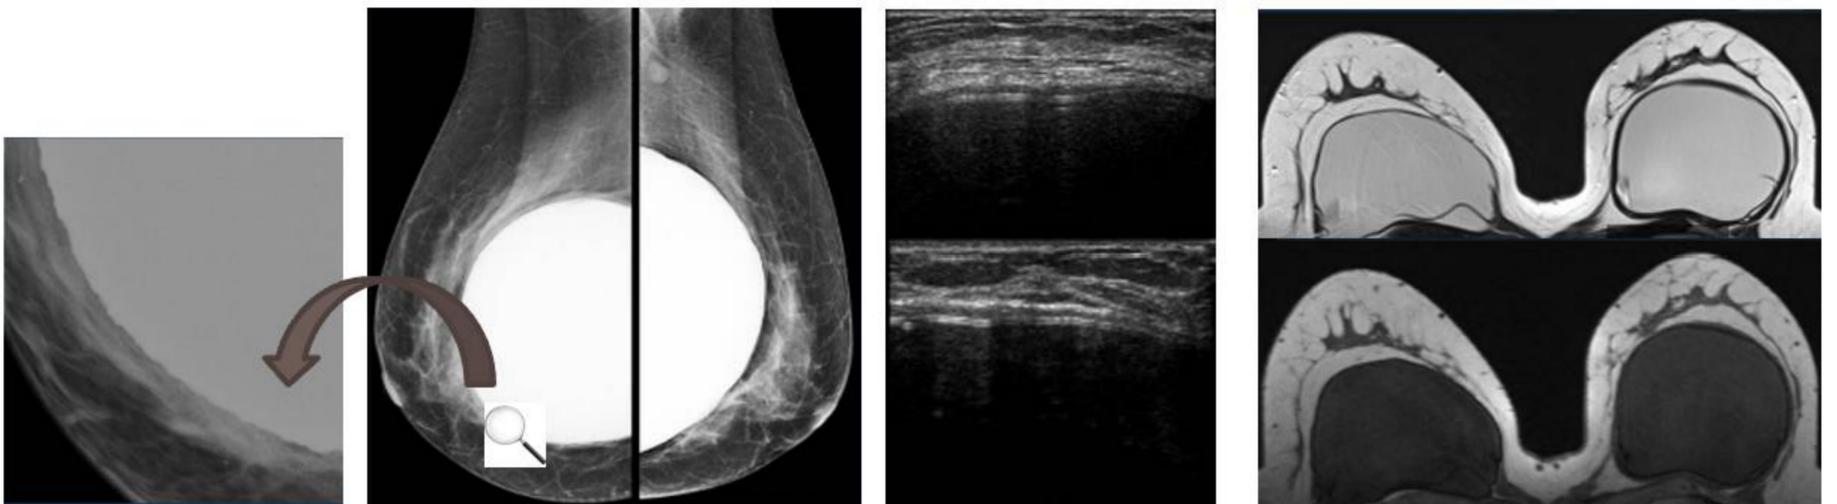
Mamografía en proyección oblicuo mediolateral y detalle, ecografía y RM T2 y T1. Cambios en la morfología y engrosamiento de la cápsula fibrosa.
